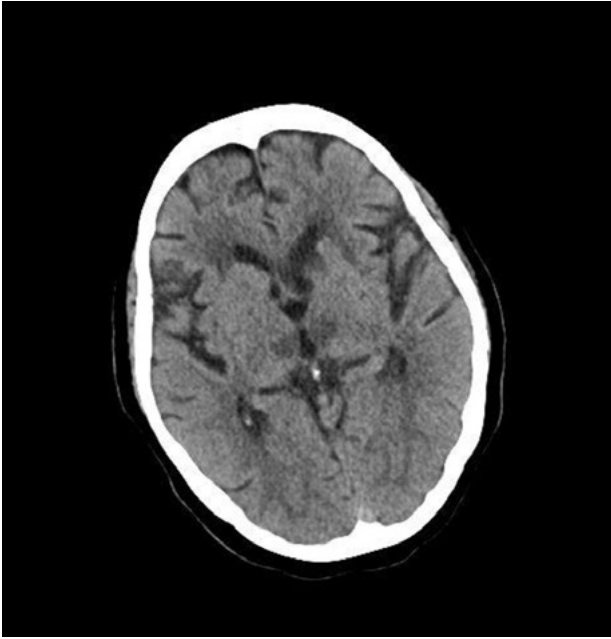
TAC Cerebral sin contraste (a las 48h del inicio de la sintomatología).
